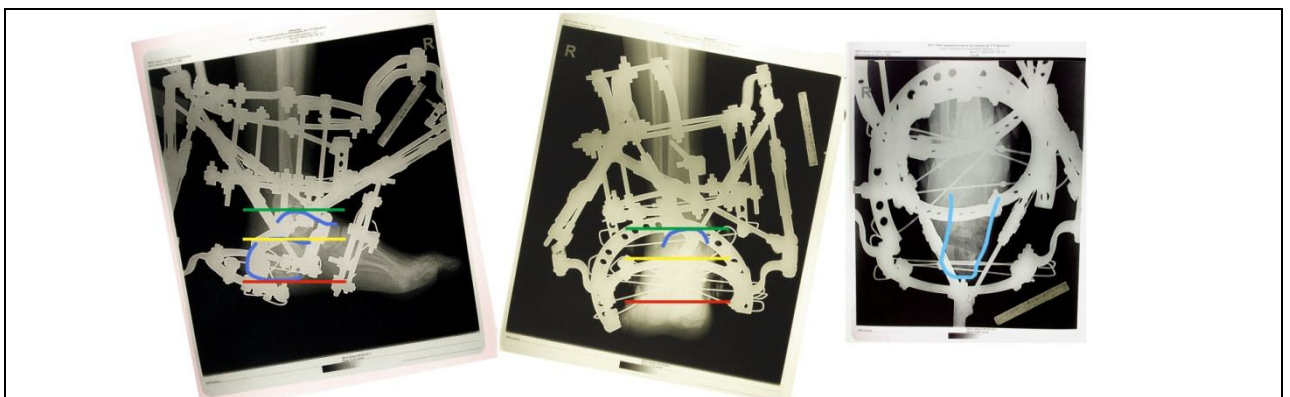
Маркировка трех параллельных линий и перенос их на рентгенограмму в прямой проекции
